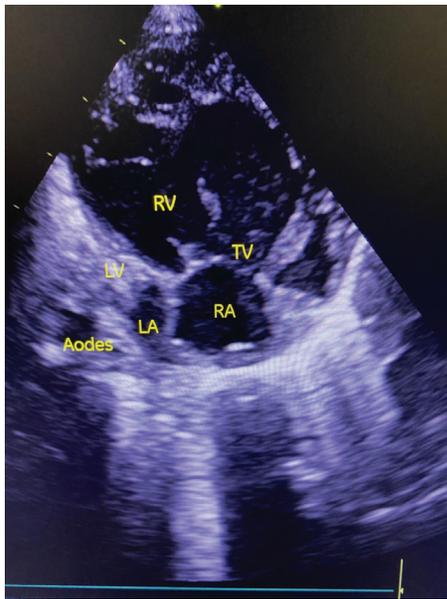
2D Echocardiography. Four-chamber view. Hypoplastic left ventricle, mitral valve atresia
